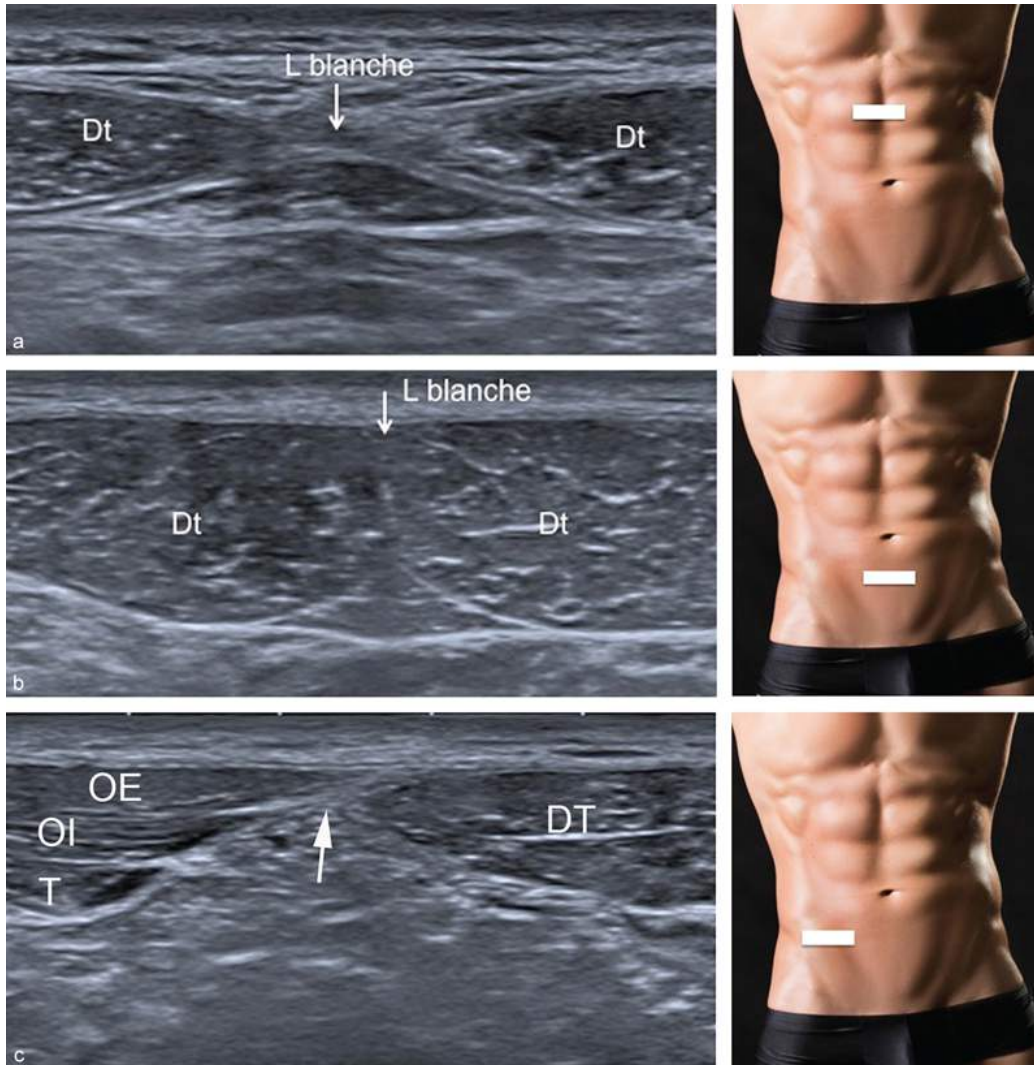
Aspect échographique de la ligne blanche et de la ligne semi-lunaire par rapport à la ligne arquée, qui est située généralement en dessous de l'ombilic, et positions correspondantes de la sonde.
